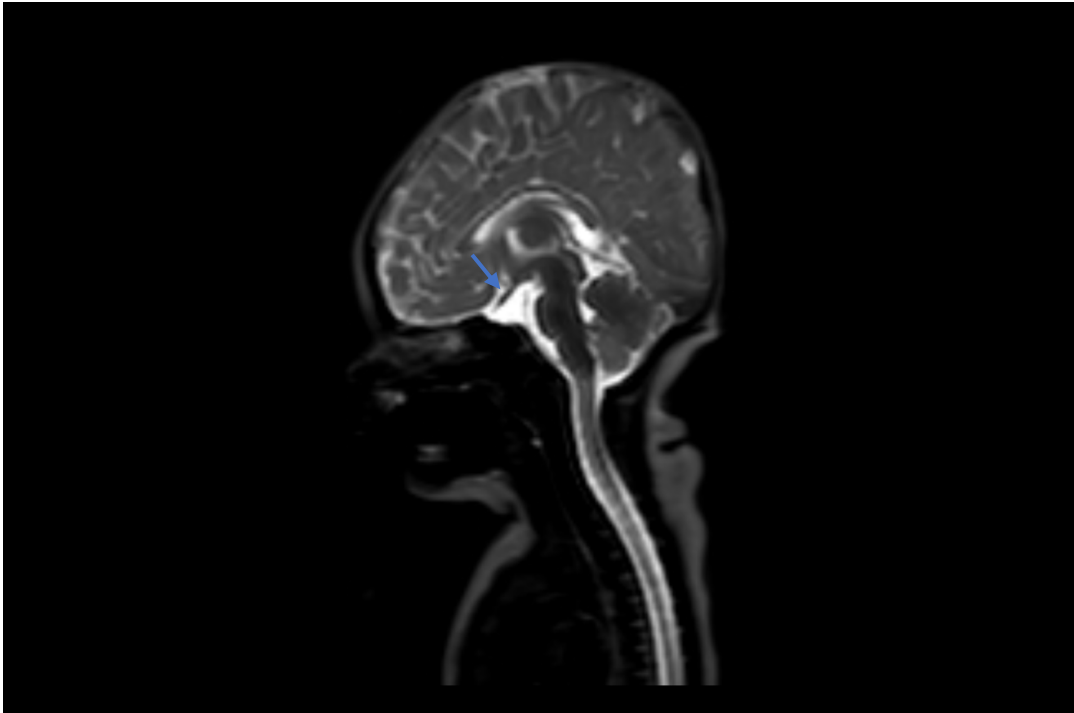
Ressonância Magnética Crânio-encefálica, em ponderação T2 – observa-se hipoplasia da adeno-hipófise associada a um estreitamento da haste pituitária (assinalado pela seta azul).
